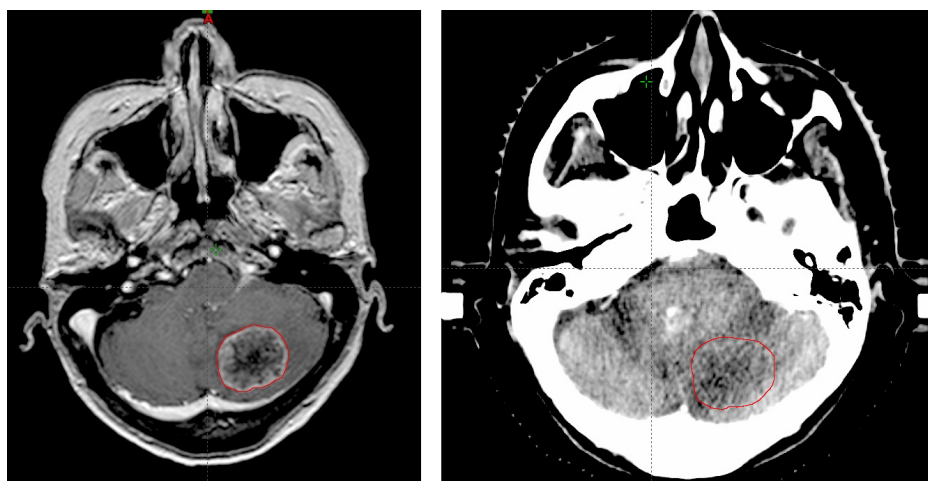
Corte axial de uno de los pacientes, donde se observa una lesión (contorno rojo) vista en IRM (izquierda) y en CT (derecha).
